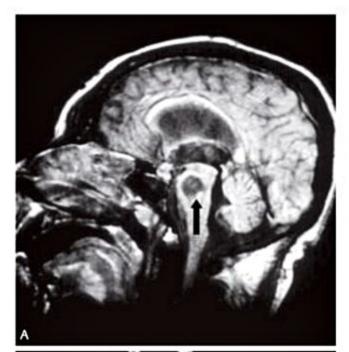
Mielinólise pontina central. Ressonância magnética de encéfalo demonstrando área hipointensa na região central da ponte (setas) nas imagens pesadas em T1; (A) corte sagital; (B) corte axial. Fonte: imagens cedidas pela Profa. Dra. Cláudia C. Leite, Departamento de Radiologia FMUSP.
